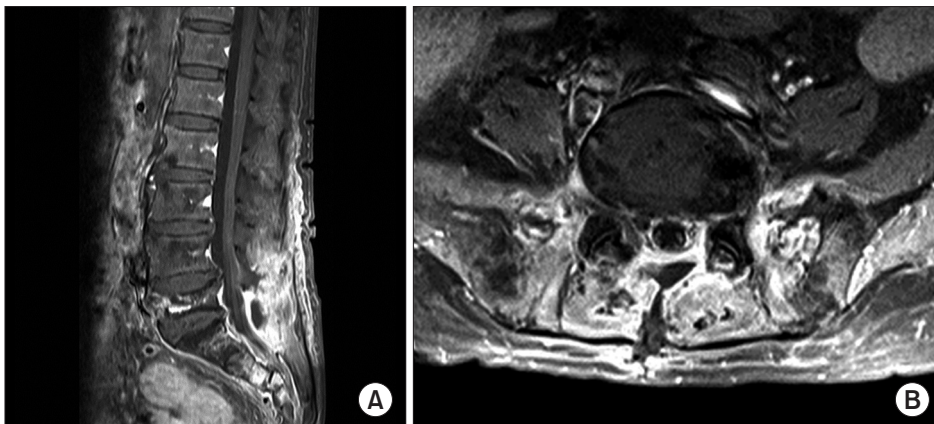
One months later, gadolinium enhanced T1 weighted sagittal magnetic resonance image (A) and gadolinium enhanced T1 weighted axial magnetic resonance image (B) showed no more visible nonenhanced left posterolateral epidural lesion at L5-S1.
